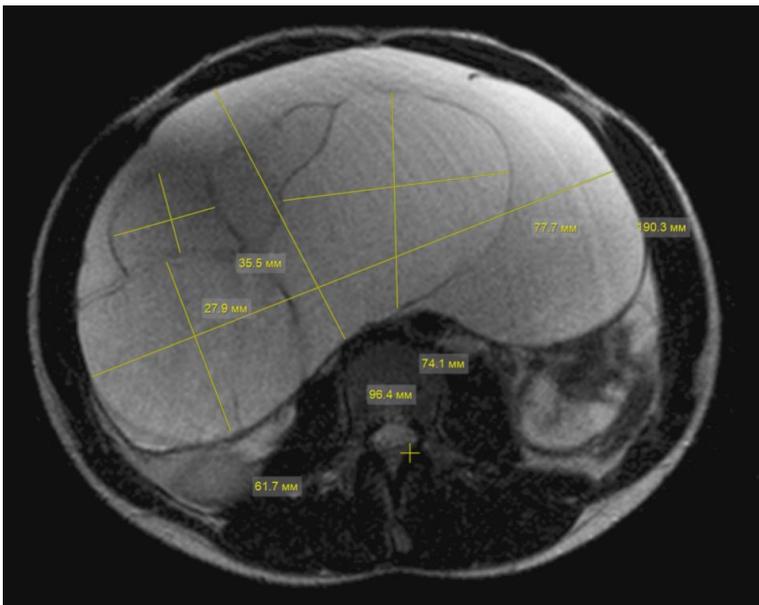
Пациентка Р. Компьютерная томография органов брюшной полости и малого таза от 31.01.2025. А. Продольный и поперечный срезы образования. Киста занимает практически всю брюшную полость.
